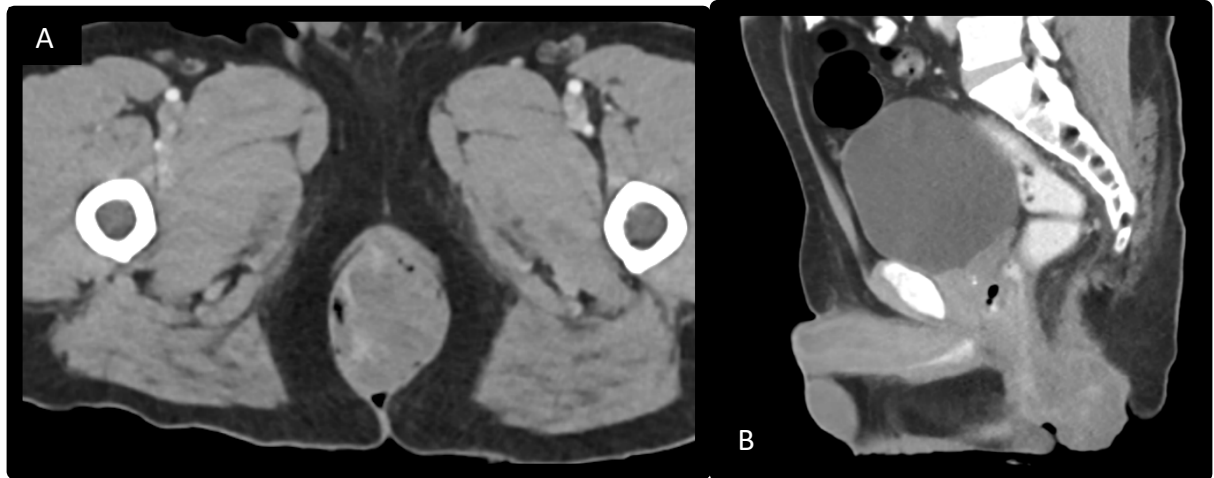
GIST rectal. Tomografía pélvica con contraste oral e I.V. en plano axial (A) y sagital (B). Se observa lesión dependiente del canal anal, con crecimiento exofítico, predominantemente sólido y de bordes lobulados, el reporte histopatológico refirió tumor del estroma gastrointestinal, con expresión de CD117 y CD34, con un número de mitosis mayor al 5 por campo.
